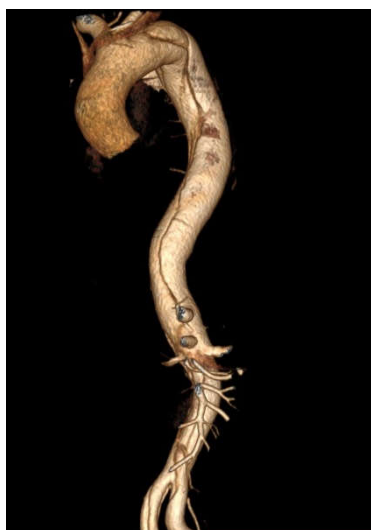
3D-реконструкция торакоабдоминальной аорты с исходным расслоением по данным компьютерной томографии с контрастированием (Китай)
